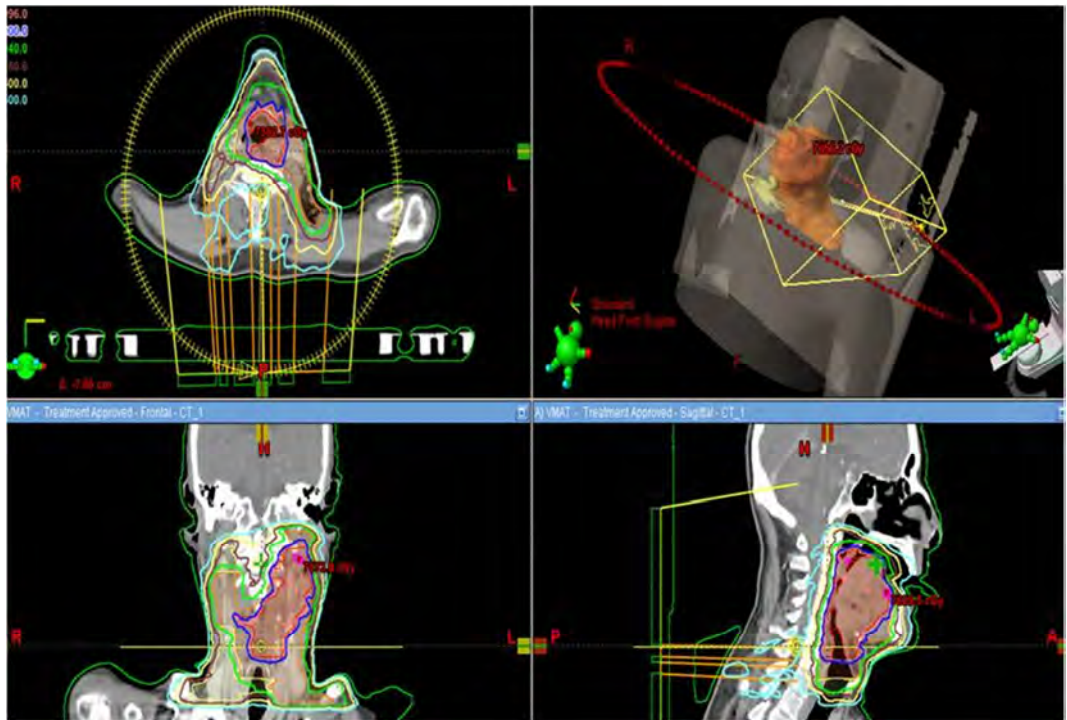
Imágenes de la TC de planificación de radioterapia externa. Se aprecian los volúmenes de irradiación.
